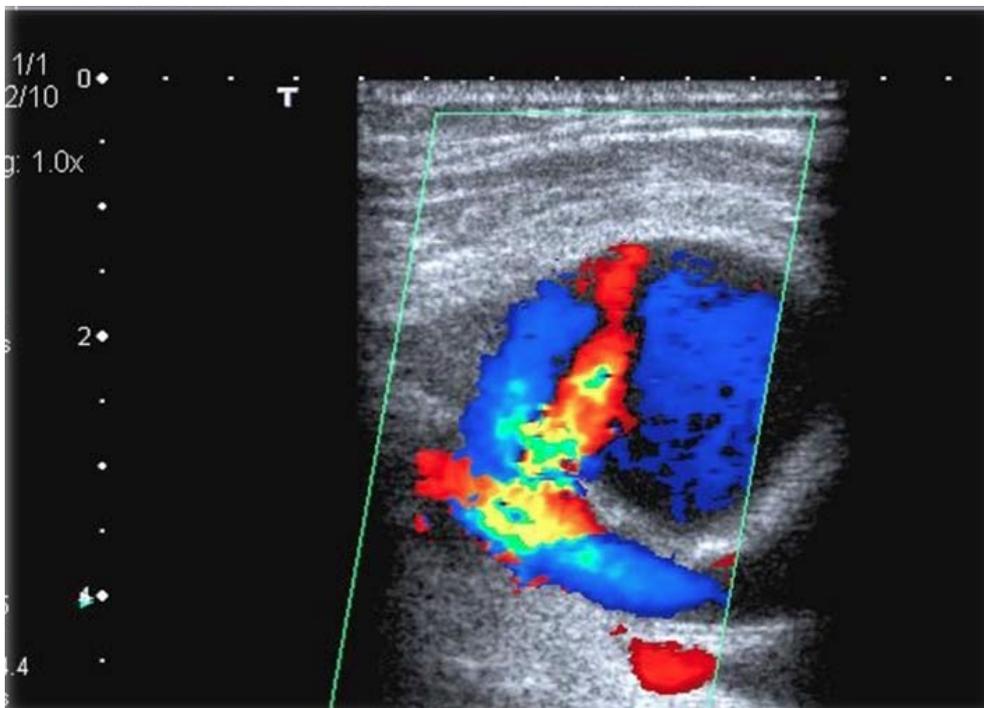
Sonographische Aufnahme eines Aneurysma Spurium [45]
